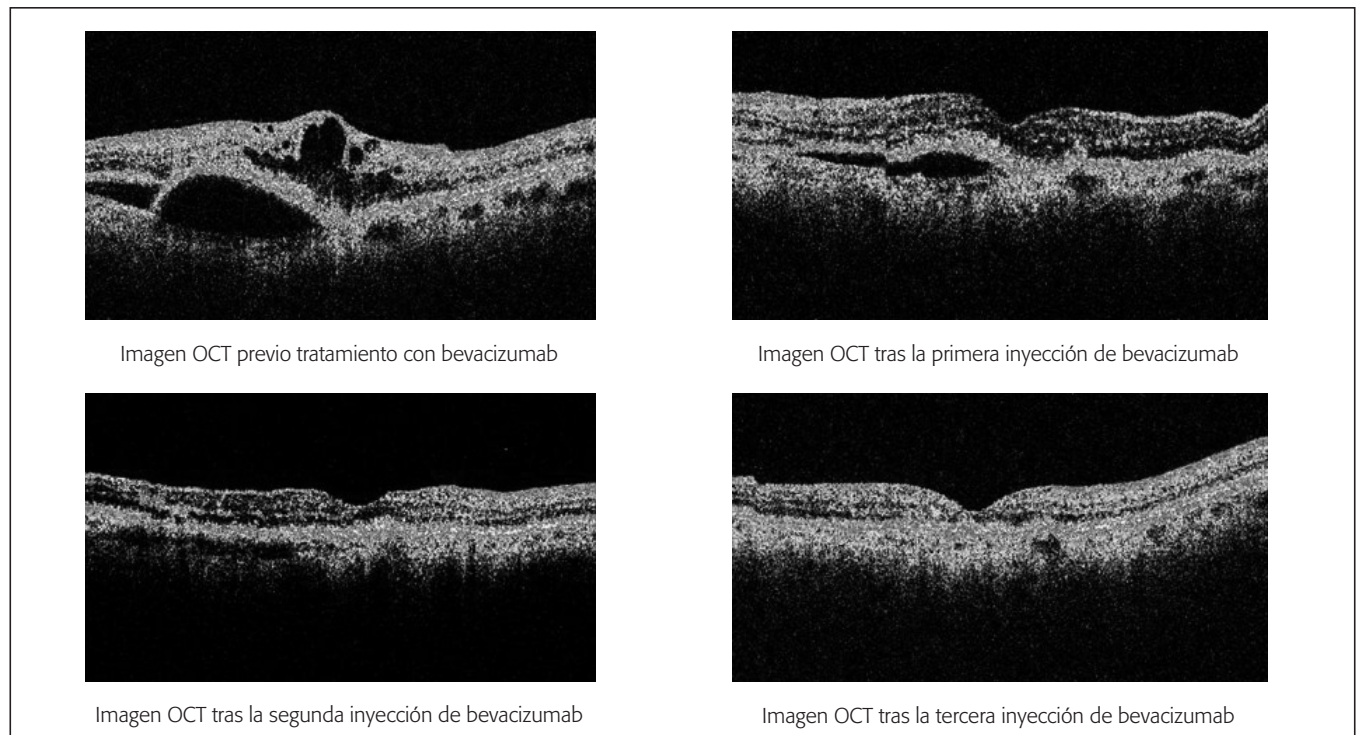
Evaluación mediante OCT. OCT: optical coherent tomography.
